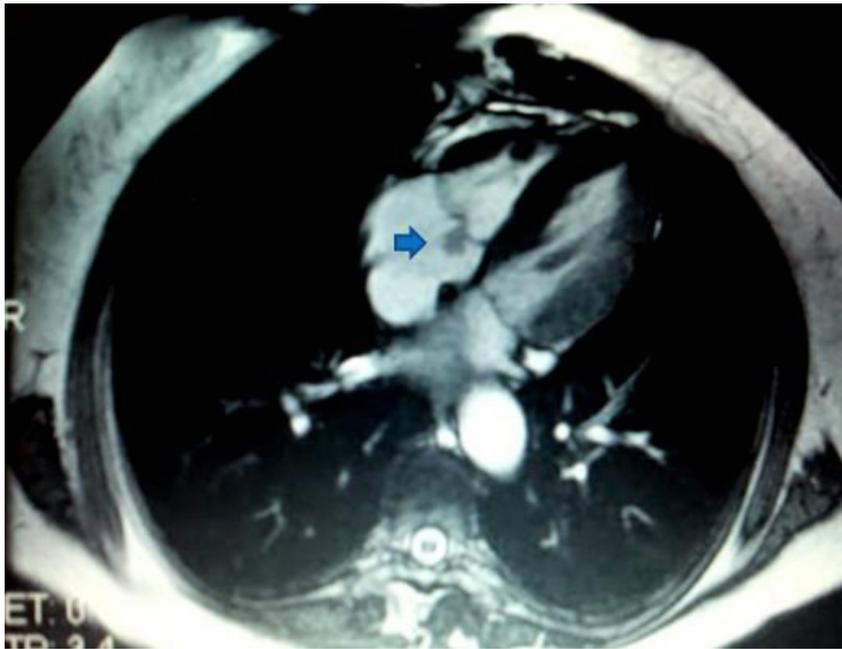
Resonancia Magnética: masa sésil en cara atrial de valva septal de la válvula tricúspide (flecha).
